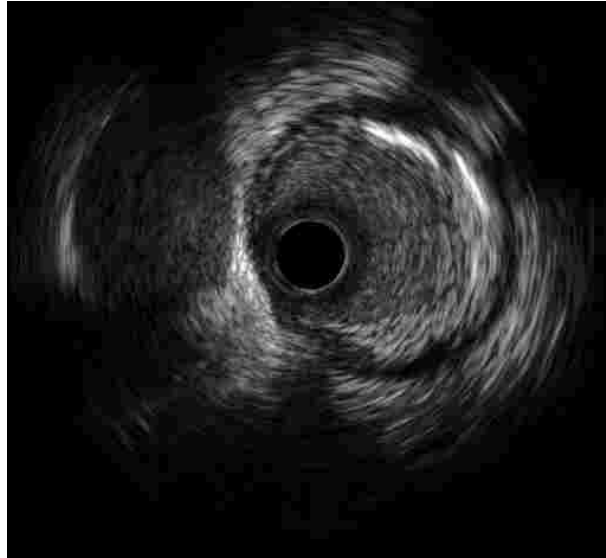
Vaso con placa mixta fibrótica, grasa y calcio imagen de ultrasonido.
